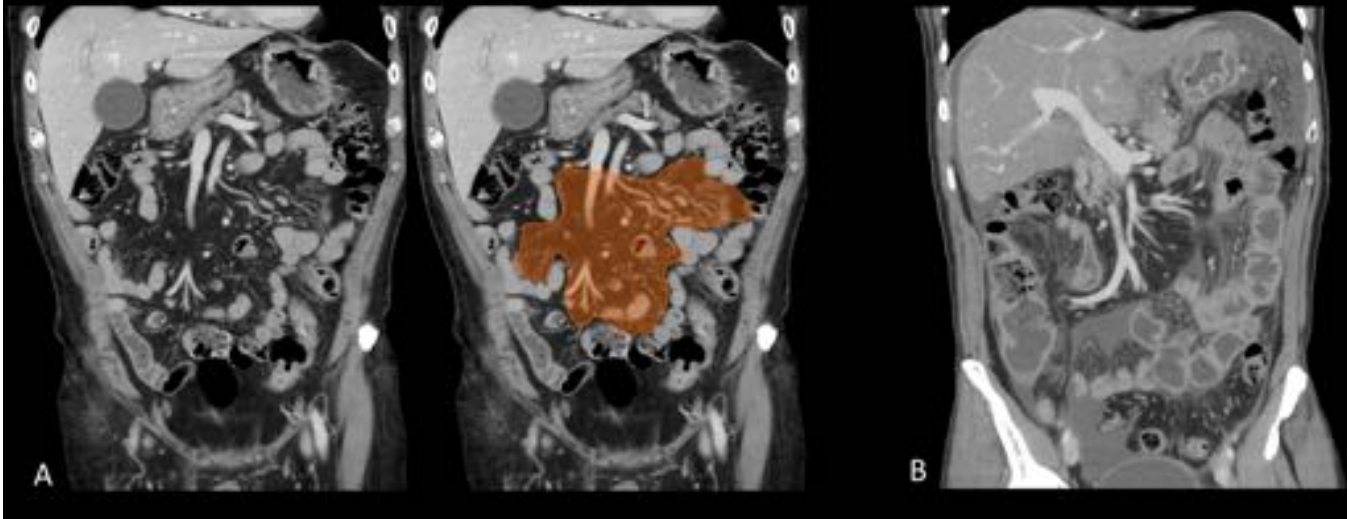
Mesenterio del intestino delgado. A) Corte coronal de TC donde se realiza el mesenterio del intestino delgado normal. B) Corte coronal donde se muestran adenopatías y líquido en el mesenterio del intestino delgado.
